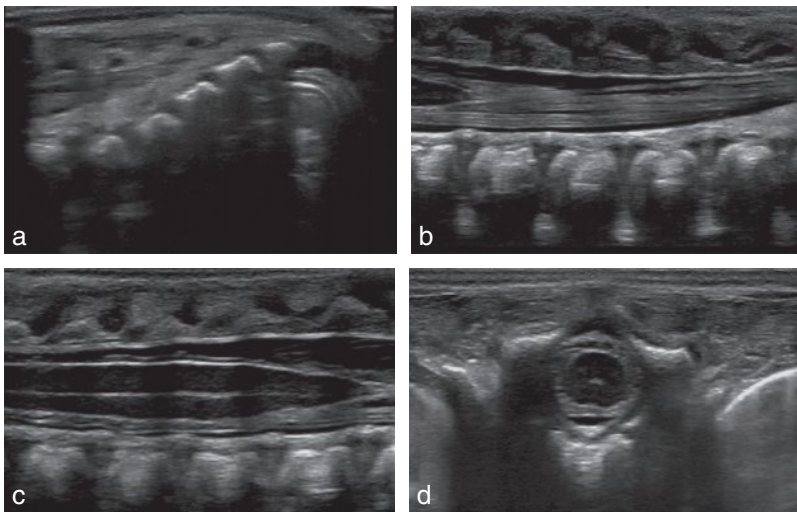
Échographie médullaire normale.
